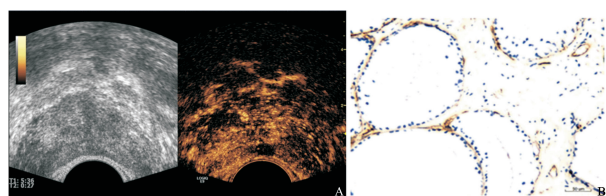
低增强前列腺癌结节超声造影和CD34免疫组织化学染色（一）
